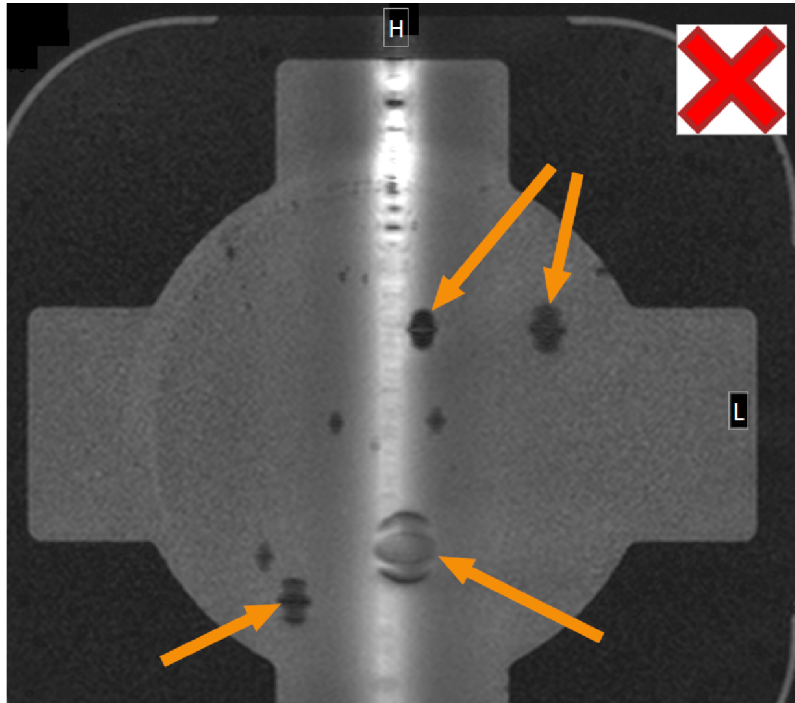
Détection de bulles avec l'acquisition par IRM : les flèches identifient des bulles d'air de grande dimension empêchant l'émission d'ultrasons.
